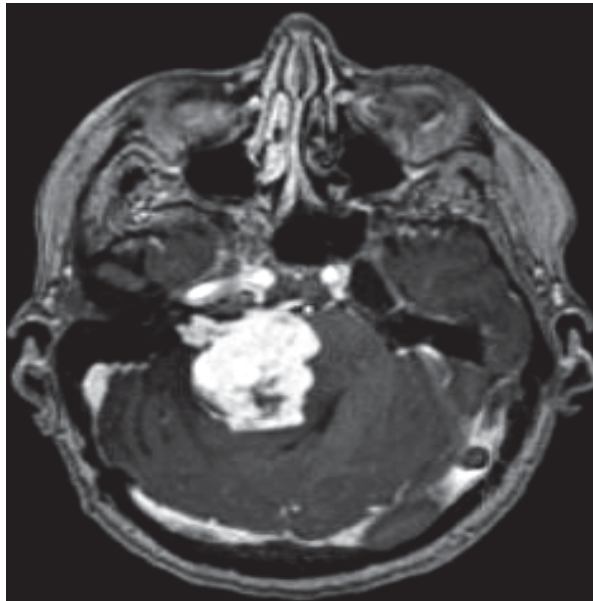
МРТ перед второй операцией: опухоль компримирует ствол и 4 желудочек головного мозга
